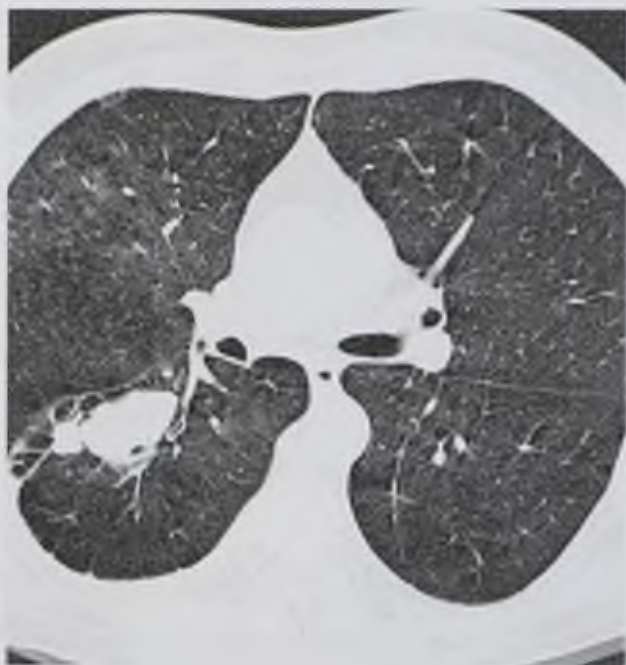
Компьютерная томограмма. Инфильтративный туберкулез правого легкого в виде круглого инфильтрата с очагами отсева
